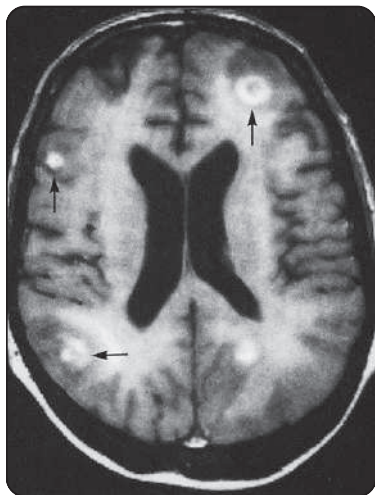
TDM en coupe axiale montrant des calcifications intracr niennes
